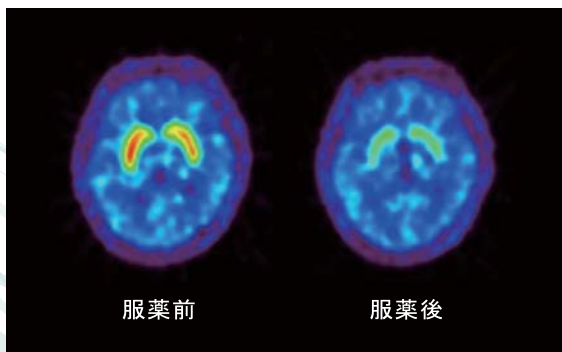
服薬前後のPET画像（¹¹C]raclopride）
